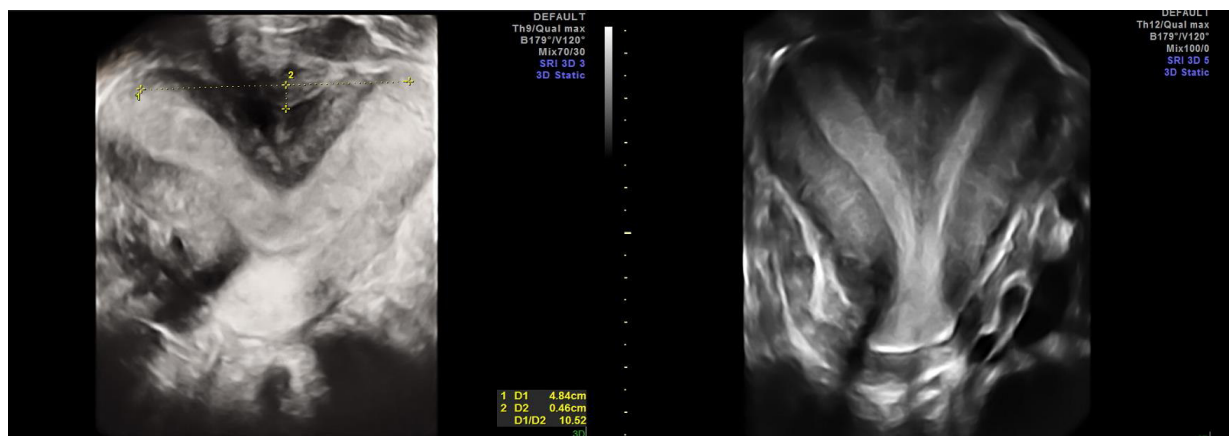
USG 3D (plan coronal), uter septat parțial, clasa U2aC0V0 Fig.3.8. USG 3D (plan coronal), uter septat complet, clasa U2bC0V0
